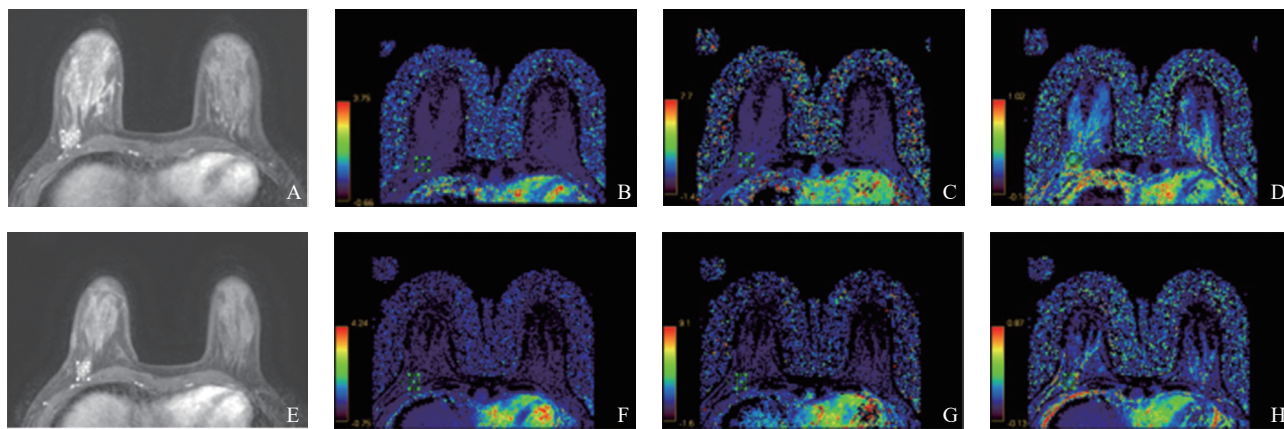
MHR组NAC前后DCE-MRI定量参数图
